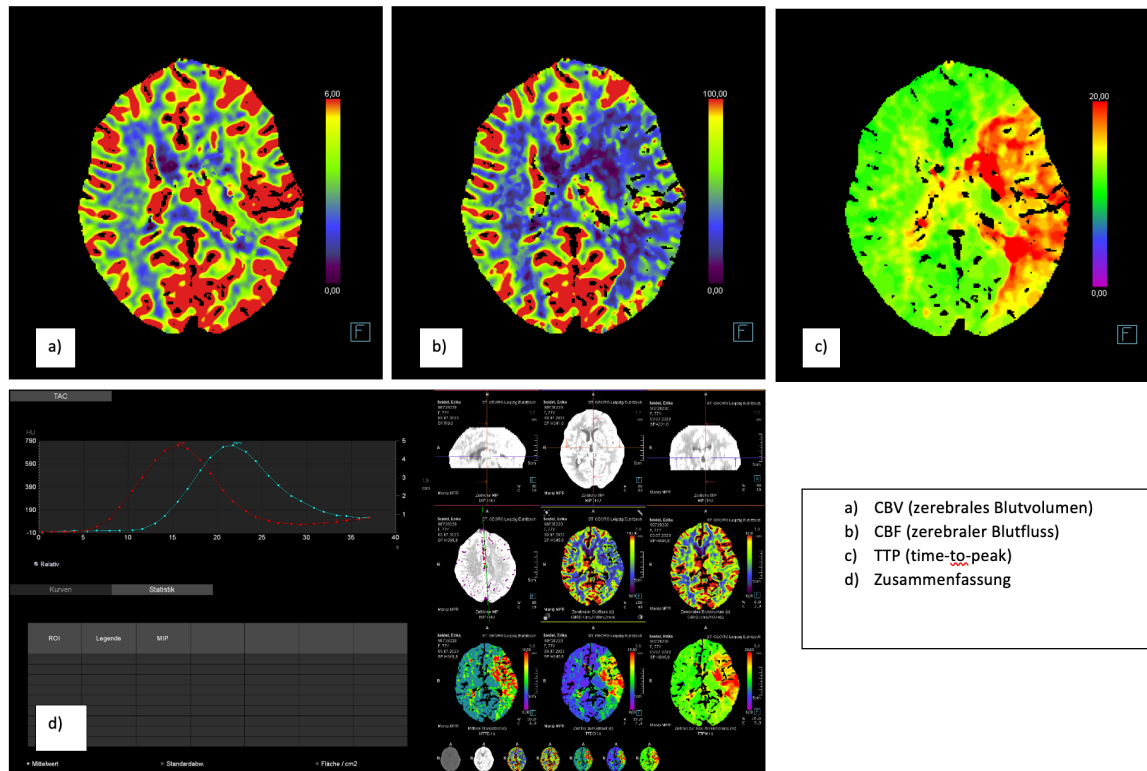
Bilder einer CT-Neuroperfusion im Klinikum St. Georg Leipzig mit einem deutlichen CBV/CBF-Mismatch im Stromgebiet der linken ACM, Gerät: Siemens Healthineers SOMATOM Definition edge, Scanabdeckung: 10cm, Kontrastmittel: Imeron
